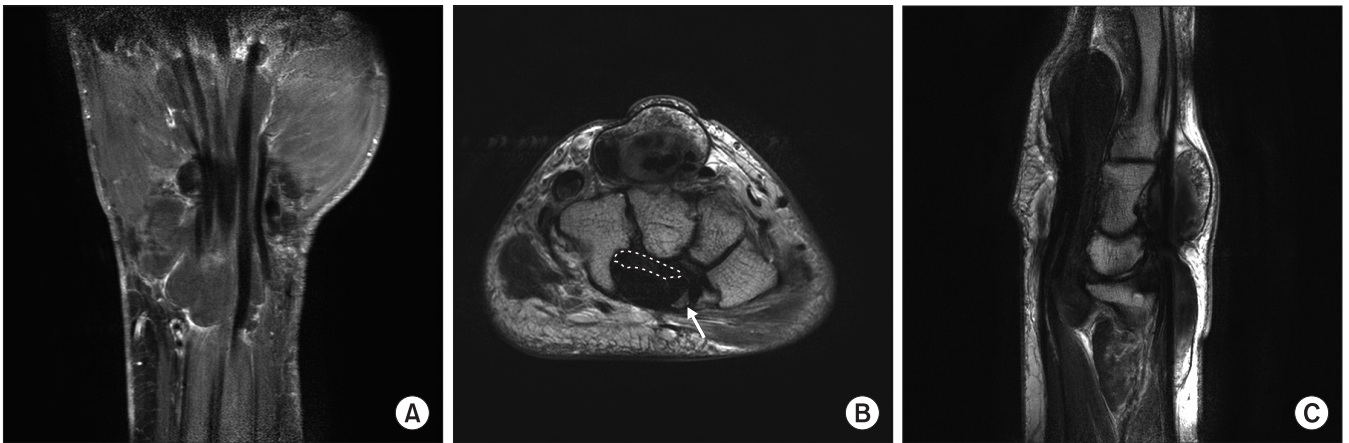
(A) In T1-weighted coronal magnetic resonance imaging, a large cystic mass through the flexor tendon sheath was observed, showing intermediate signal intensity. (B) The space-occupying cystic mass (dotted line) was a compressing median nerve (arrow), which caused carpal tunnel syndrome in T2-weighted axial magnetic resonance imaging. (C) Through the extensor tendon sheath, low signal intensity cystic mass was confirmed in T2-weighted sagittal magnetic resonance imaging.
